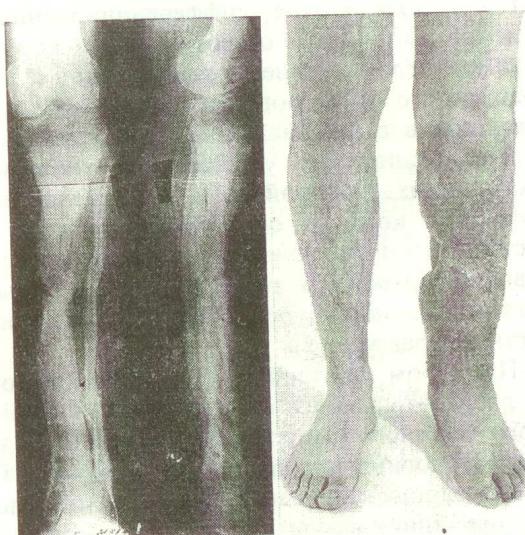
Рентгенограммы и локальный статус больного М. после лечения.
